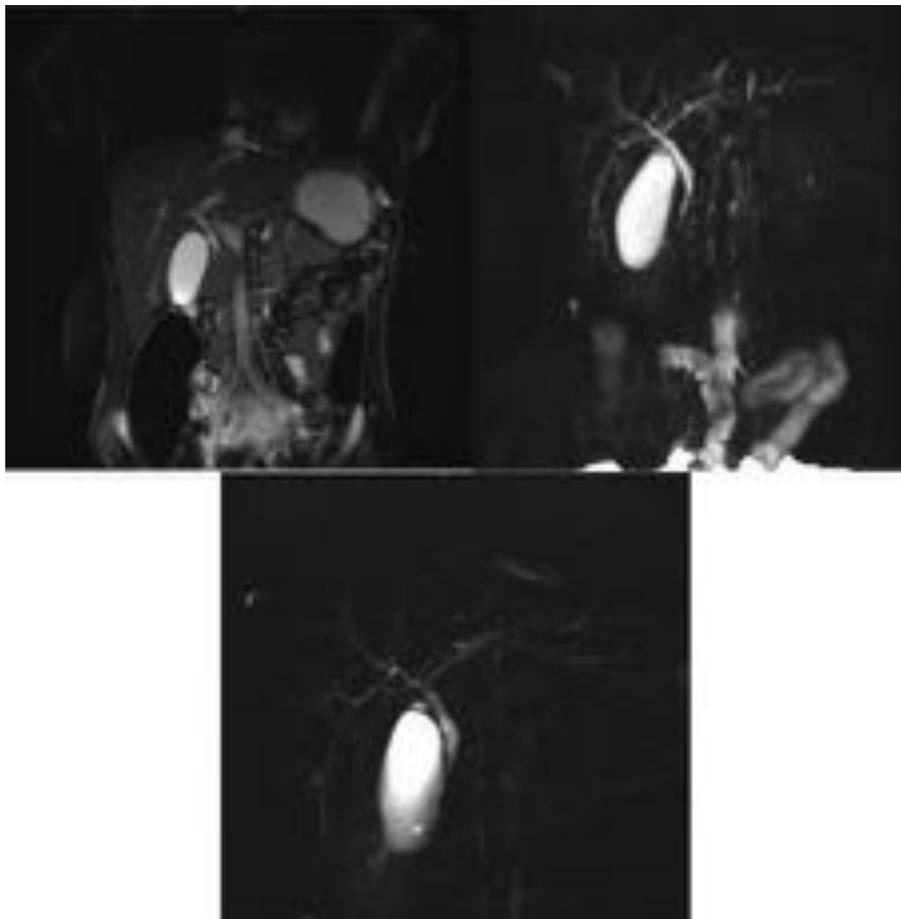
Colangitis esclerosante en mismo paciente de la fig.11 como manifestación extraintestinal de su CU. Colangio RM donde se aprecia estenosis irregular de vía biliar intrahepática y áreas de estenosis y dilataciones postestenóticas de vía biliar extrahepática.
